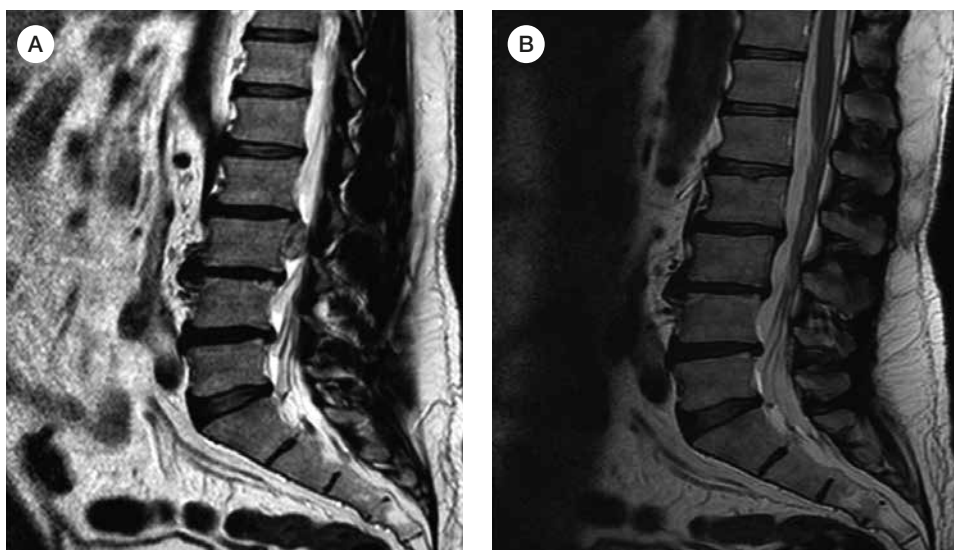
• (A) La RM effettuata nel mese di dicembre 2016 evidenzia una voluminosa ernia discale L2-L3; (B) la RM effettuata nel mese di marzo 2017 documenta la completa risoluzione spontanea dell'ernia discale.
